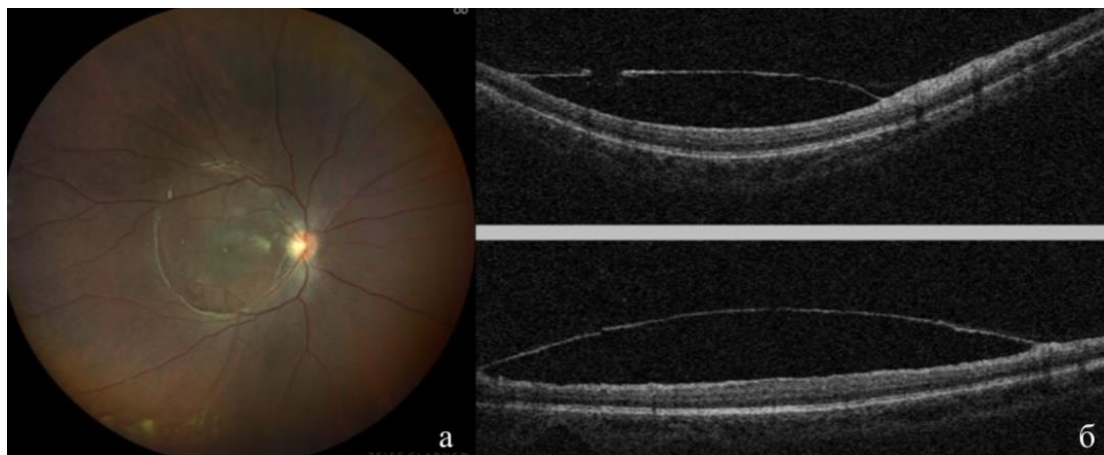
Результаты исследований: а - фоторегистрация глазного дна ОД (в макулярной области ступшеванность фовеолярного рефлекса, сероватая тонкая пленка); б - оптическая когерентная томография макулярной области ОД на контрольном осмотре через 1 месяц (ЗГМ в макулярной области отслоена, в зоне лазерного воздействия отверстие в ЗГМ)
